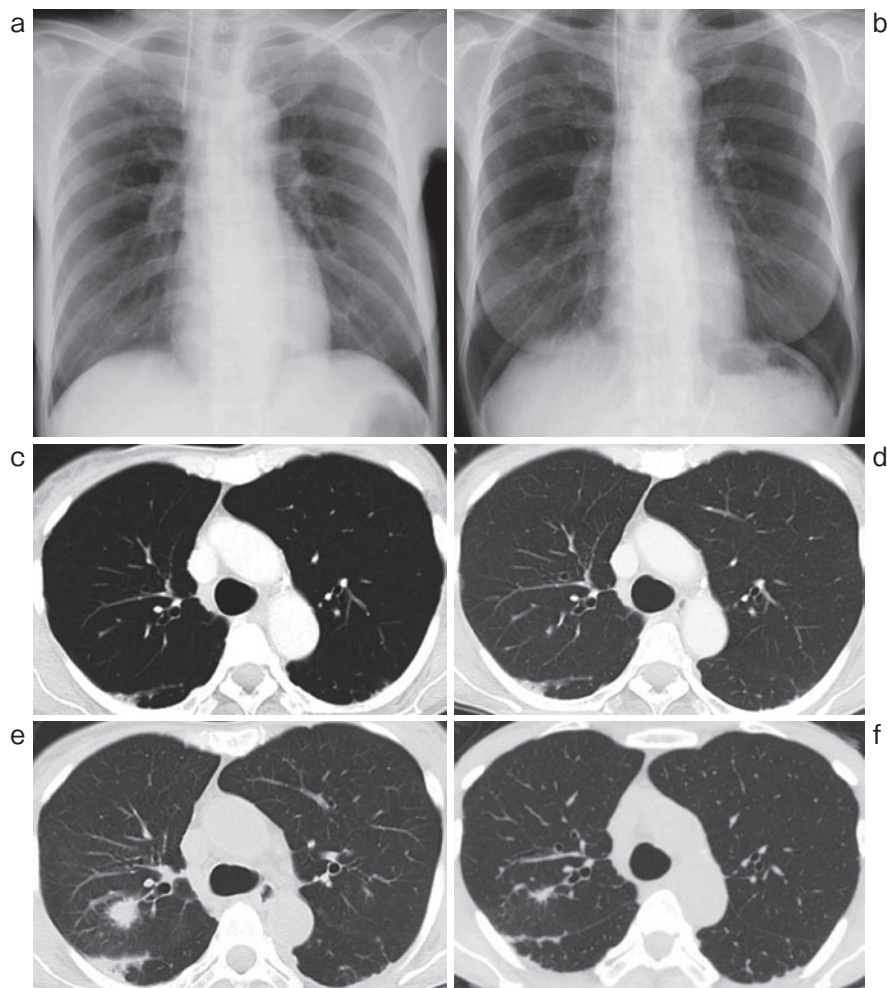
画像所見。(a)入院時の胸部X線写真。肺陰影は認めなかった。(b)入院4ヶ月後の胸部X線写真。右上肺野に結節影を認める。(c)入院時の単純CT。S2に結節影は認めない。(d)入院2ヶ月後の移植直前のCT。右S2に直径1mm程度の単発の微小結節を認める。(e)入院4ヶ月後のCT。右S2に辺縁にすりガラス陰影を伴い、内部が低吸収の15mm大の孤立性結節影を認める。(f)入院8ヶ月後(治療開始4ヶ月後)のCT。右S2に結節影を認めるが、eに比べ縮小している。
